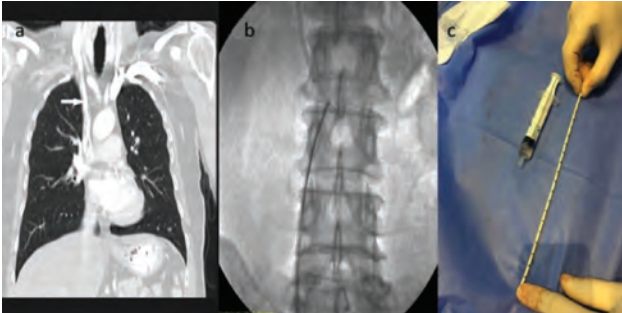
(A) Computed tomography clearly shows the embolized catheter fragment into superior vena cava (white arrow). (B) The embolized port catheter fragment is snared and being withdrawn to the 8-French femoral venous sheath. (C) Post-retrieval image of the embolized port catheter.
